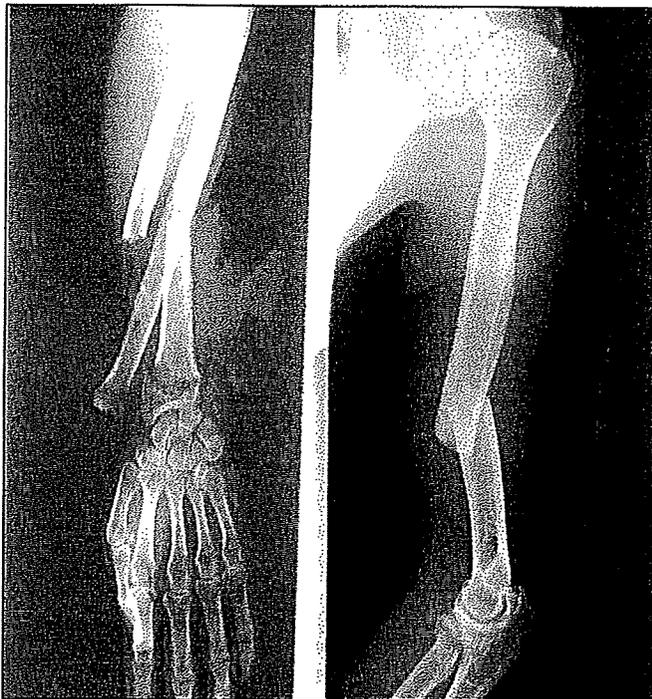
67-year-old man, accidentally-traumatized arm injury. The X-ray demonstrates both upper- and forearm mid-shaft fractures with the twisted forearm
